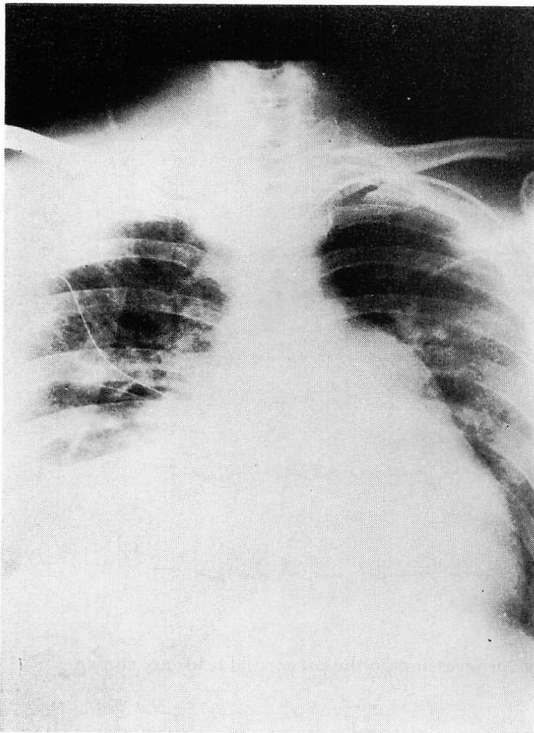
Chest radiograph of Case 1 on admission.
